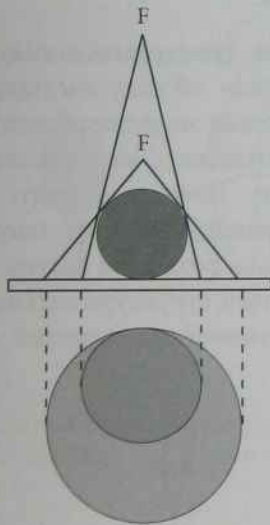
Залежність розмірів рентгеновського зображення від відстані між фокусом трубки (F) та об'єктом дослідження
